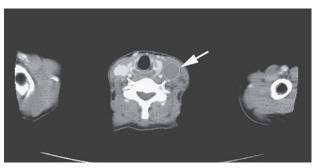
頚部 CT 左内頸静脈に血栓の形成(矢印)
